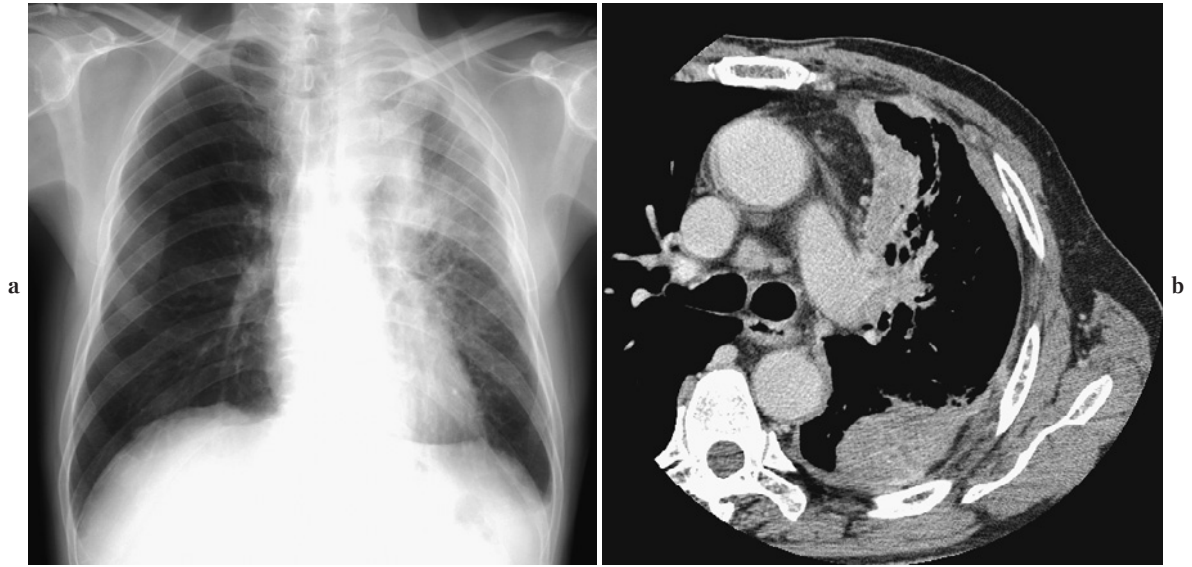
A 70-year-old-male shipyard engineer with a working history of engine assembly from age 18-62. Chest X-ray film demonstrated diffuse pleural thickening with mass formation (a). CT scanning also demonstrated all-round pleural thickening accompanied with irregular nodules (b). These are typical findings of pleural mesothelioma.
